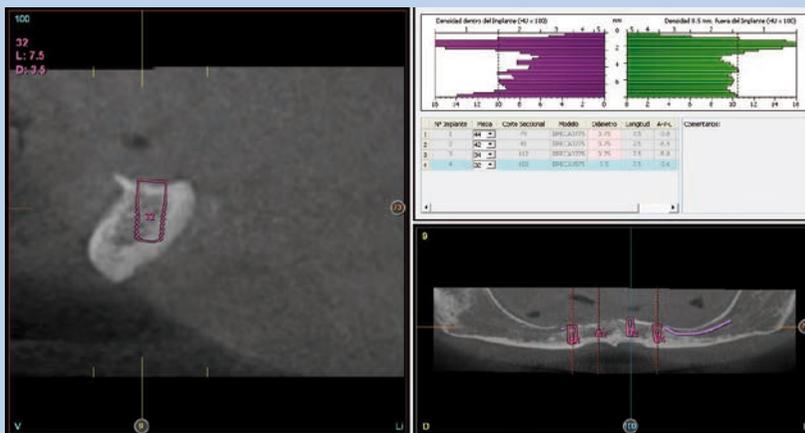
Imágenes del Cone-Beam dental de planificación, donde podemos ver la atrofia horizontal y la planificación de los implantes estrechos.
